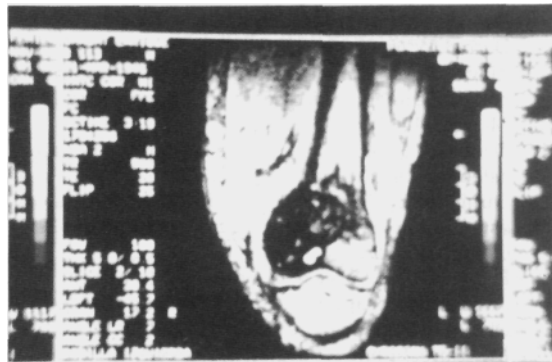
RMN donde se aprecia la extensión del tumor, que se ha hecho extracompartimental.
